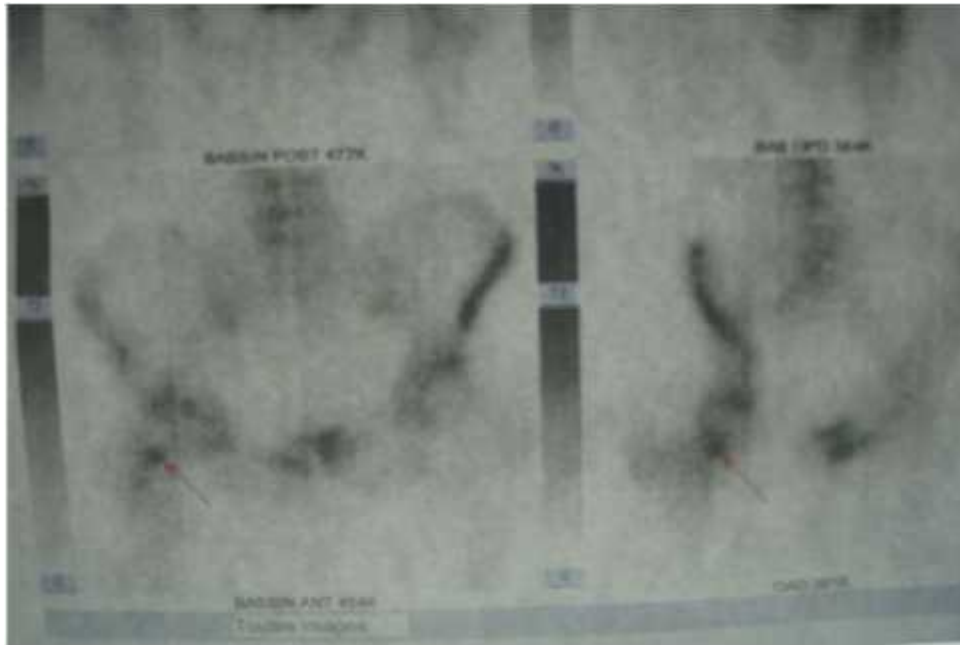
scintigraphie osseuse a montré une hyperfixation au niveau du col fémoral droit
